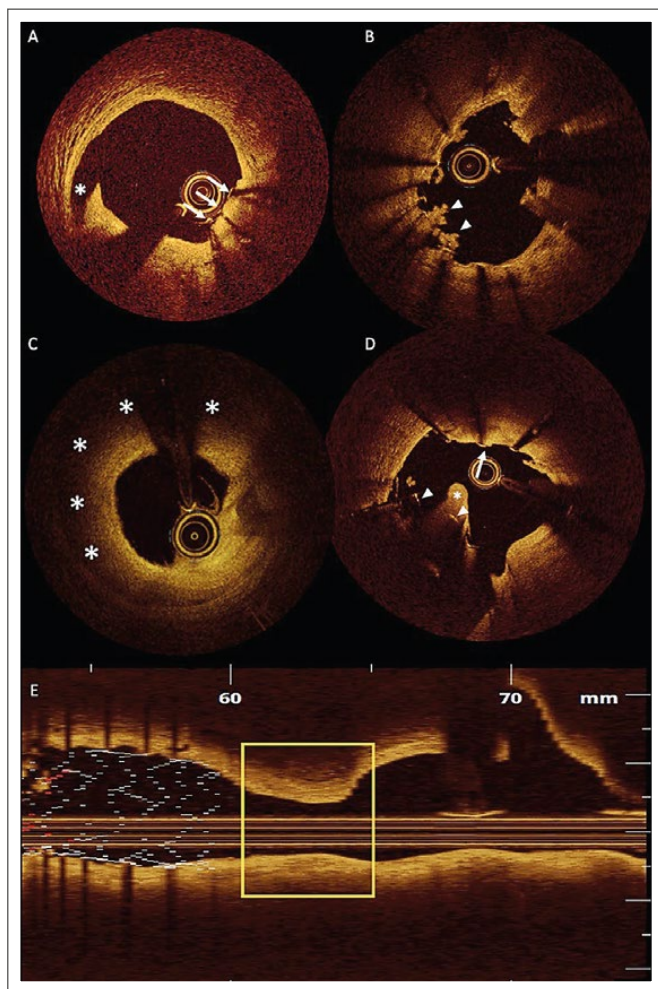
Detektion von Komplikationen mittels optischer Kohärenztomographie. (A): Dissektion (Stern) am Stent-Rand. Pfeile: schattenwerfende Stent-Streben. (B): Angiographisch nicht fassbare Thrombusaktivität an den Stent-Streben. Thromben kommen klassischerweise als wolkige, unregelmäßig begrenzte Strukturen zur Darstellung (Pfeilköpfe). Weiße plättchenreiche Thromben weisen eine geringe Signalabschwächung wie in diesem Beispiel auf, rote erythrozytenreiche Thromben eine hohe Signalabschwächung. (C): Ausgeprägtes intramurales Hämatom (Sterne) mit signifikanter Lumenstenose, verursacht durch eine proximal davon gelegene, in die Tiefe reichende, iatrogene Dissektion. Bleibt dieses unentdeckt, kann es im Verlauf zu einem Gefäßverschluss aufgrund der Lumenkompression durch das Hämatom kommen. (D): Stent-Fraktur mit frakturierten, ins Gefäßlumen ragenden Stent-Streben (Pfeilköpfe) und einer ins Gefäß ragenden Plaque (Stern). Dies führt in der Regel rasch zu einer Restenose. Daneben gut apponierete Stent-Streben (Pfeil). (E): Klassisches Beispiel eines „geographical miss“ im Längsschnitt. Verfehlung, das erkrankte Segment (gelbe Umrandung) mittels Stent (links davon gelegen) abzudecken. Dies führt in der Regel zu einer Restenose.
